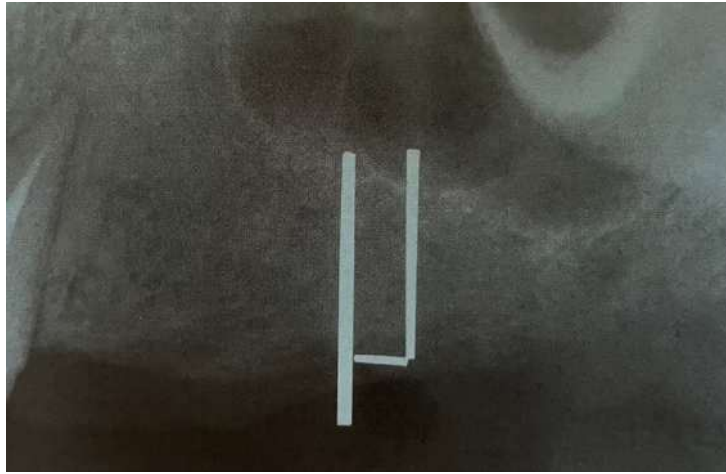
Radiographie rétro-alvéolaire au maxillaire indiquant la hauteur d'os disponible(37)
